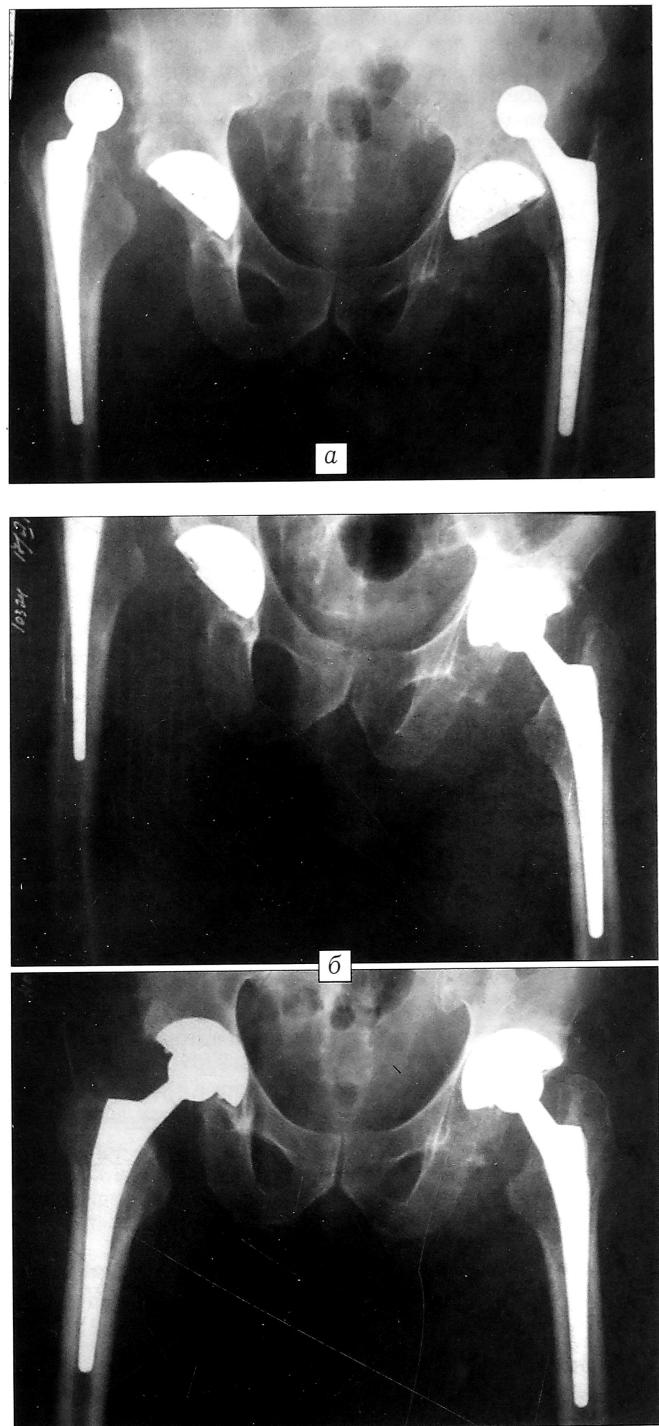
Больной У., 69 лет. Диагноз: рецидивирующие вывихи головок эндопротеза тазобедренных суставов. Рентгенограммы при поступлении (а) и после открытого вправления головок эндопротеза (б).
